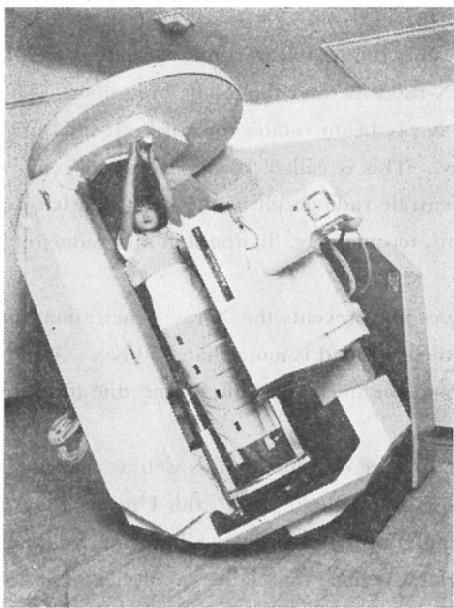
Universal Gyroscopic X-ray TV Apparatus.
